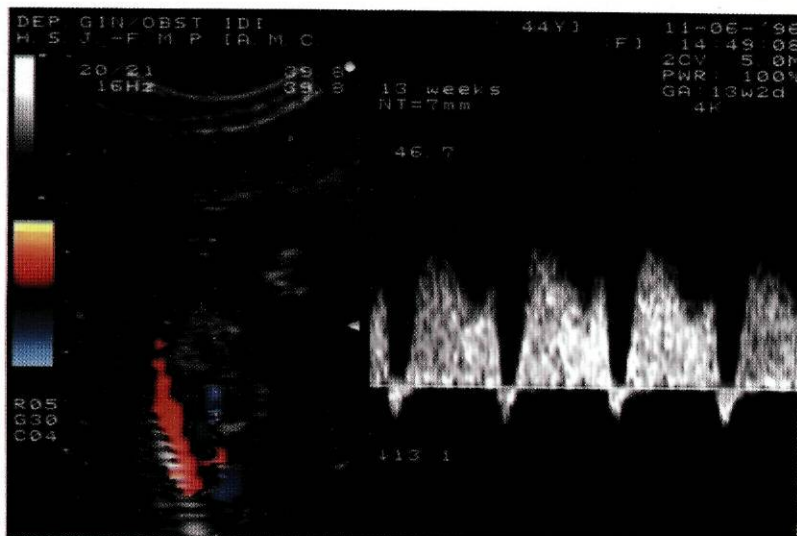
Onda de fluxo obtida por Doppler pulsado no ducto venoso de um feto às 13 semanas, evidenciando um padrão anormal, traduzido pela presença de "onda" A invertida (fluxo retrógrado) durante a contracção auricular.
